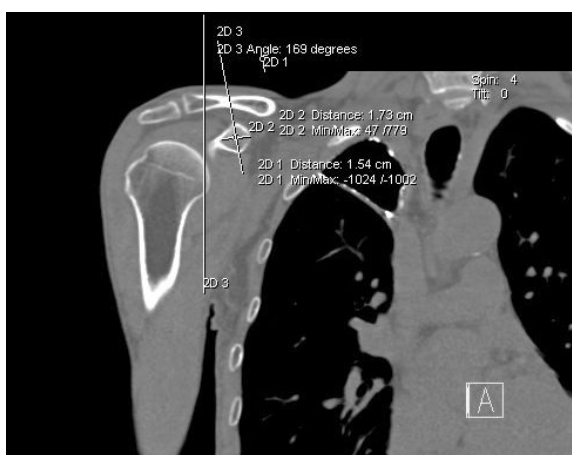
CT 多平面重组图像(MPR)测量方式图
